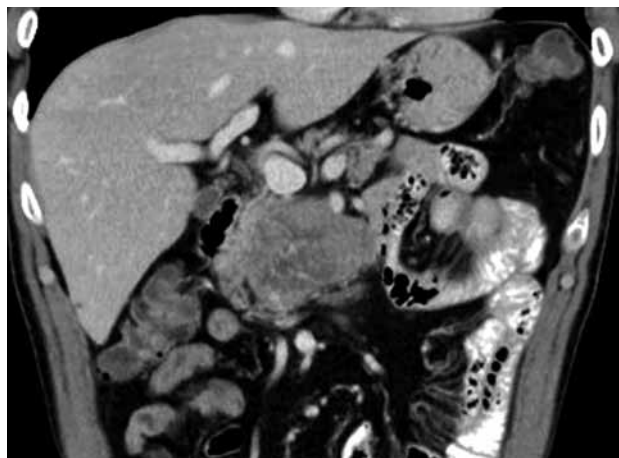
Компьютерная томография. Венозная фаза
